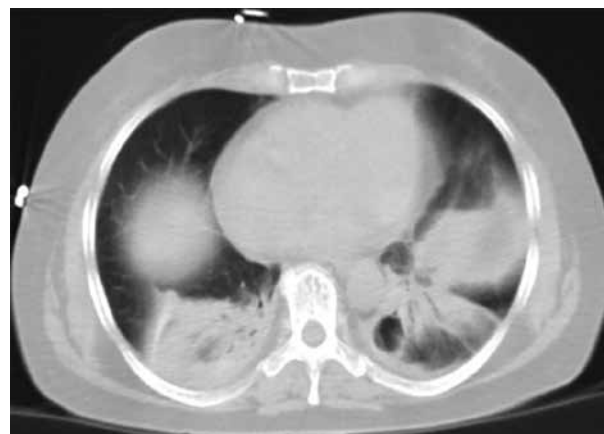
Tomografía axial computarizada de tórax. Colapsos posterobasales que simulan defectos perfusorios.
